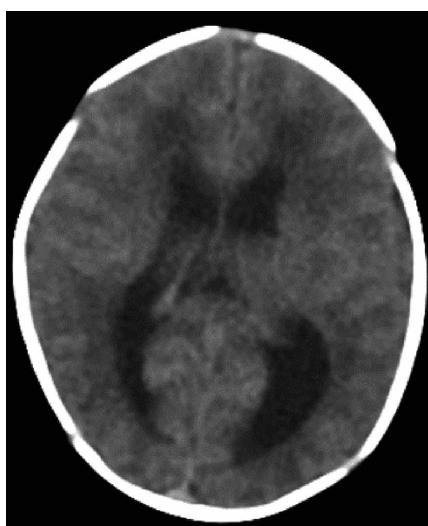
頭部単純CT（日齢7）：左右側脳室の拡大を認めたが、脳室周囲石灰化は見られなかった。
